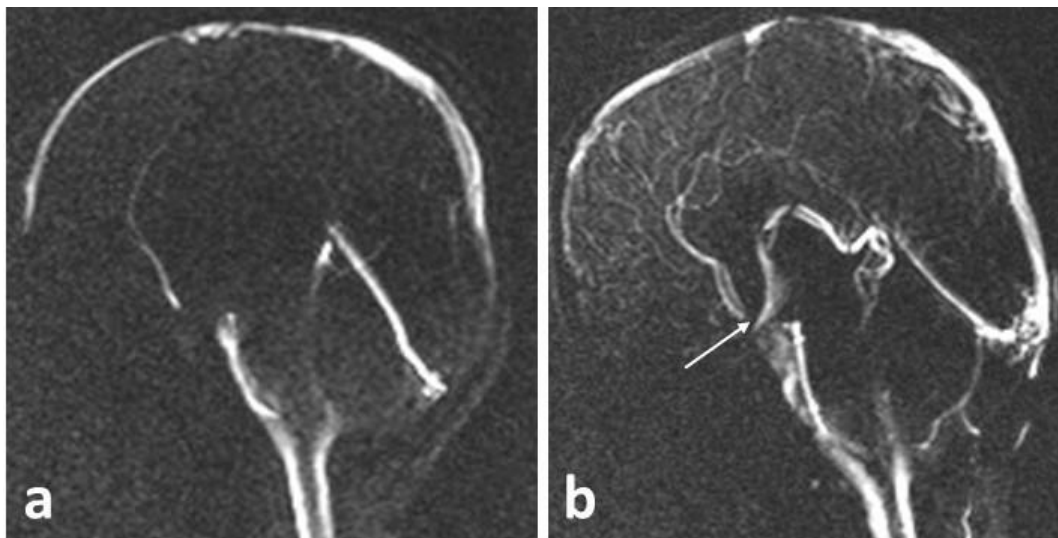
Окклюзионная тривентрикулярная гидроцефалия с блоком на уровне водопровода мозга. Фазовоконтрастная МРТ в сагиттальной плоскости в до- и после ЭВЦС Ш. a- движение ликвора через водопровод мозга не дифференцируется; b- состояние после операции: в сагиттальной проекции в фазу систолы определяется повышенный сигнал от ликворопотока через вновь образованное окно в дне Ш желудочка в базальные цистерны. Пациент Б-ин 9 мес. (собственное наблюдение)
